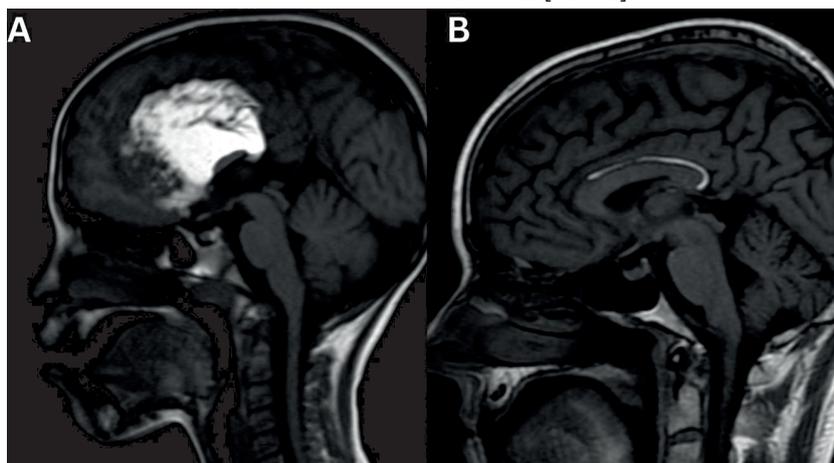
А: Тубулонодулярная липома на МРТ. В: Криволинейная липома на МРТ [21]
